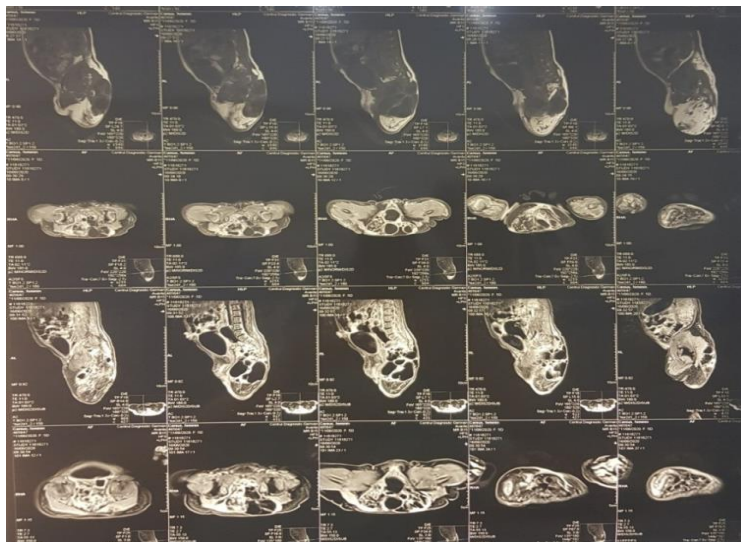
Examenul prin rezonanță magnetică nucleară
